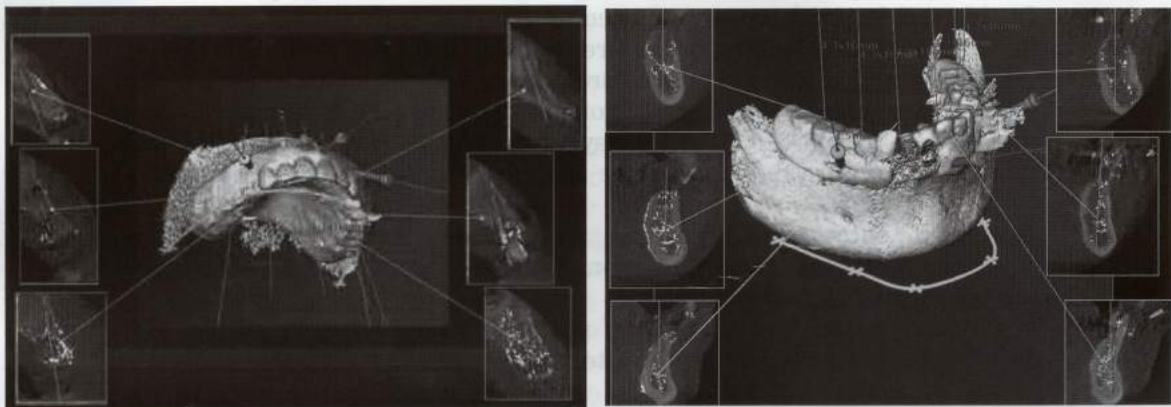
CT エックス線画像とノーベルガイドによる診断 (左:上顎, 右:下顎)
